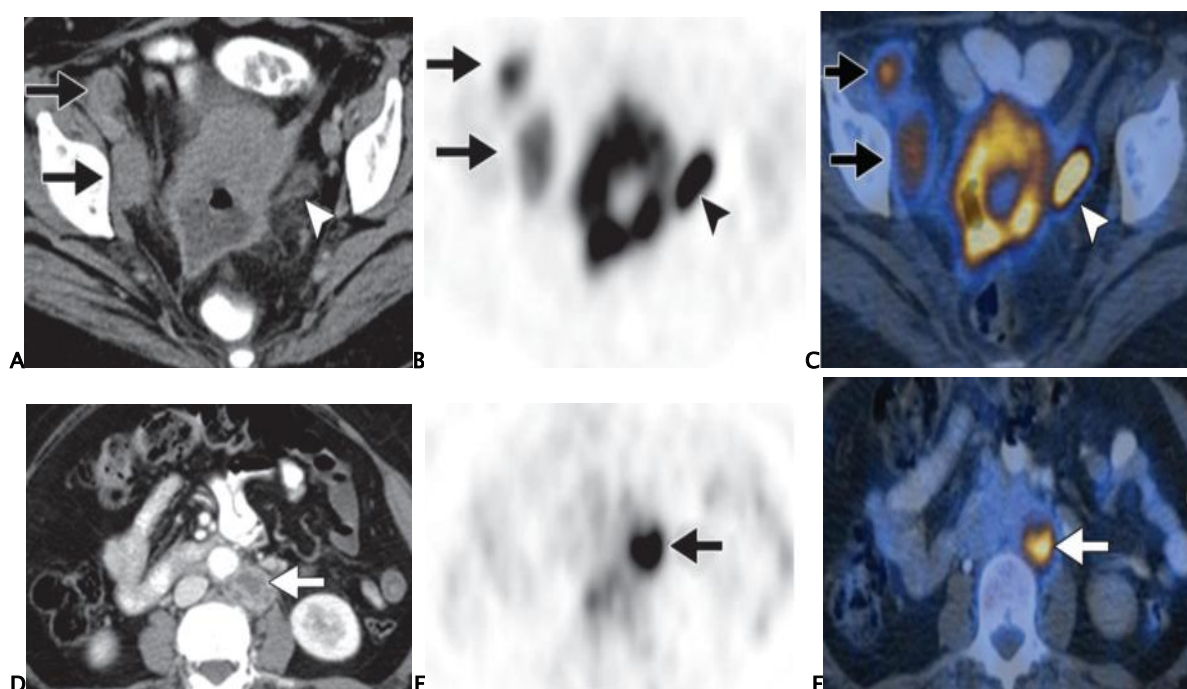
Cancer du col stade IVB. A. TDM en coupe axiale C+ montrant une volumineuse masse du col utérin à centre nécrosé avec de grosses adénomégalies iliaques externes droites à centre nécrosé tumorale associé à une obstruction brusque de l'uretère gauche par l'infiltration tumorale ; B-C. PET (B) et image de fusion PET/TDM objective une importante accumulation de FDG au niveau des ADPs iliaques externes droite témoignant de leur caractère métastatique, à noter l'obstruction urétérale (tête de flèche). Une autre patiente, D. TDM coupe axiale C+ montre une grosse ADP latéro-aortique gauche de contours irréguliers et à centre nécrosé ; E-F. PET et image de fusion PET/TDM note une forte accumulation de FDG au niveau de cette ADP compatible avec une maladie métastatique [48].
